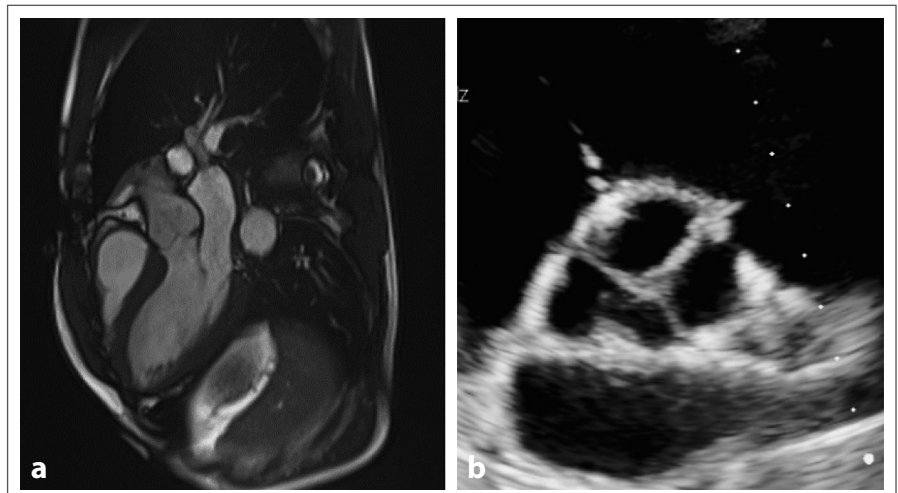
Postoperatives Ergebnis in MRT (a) und Echokardiographie (b).
